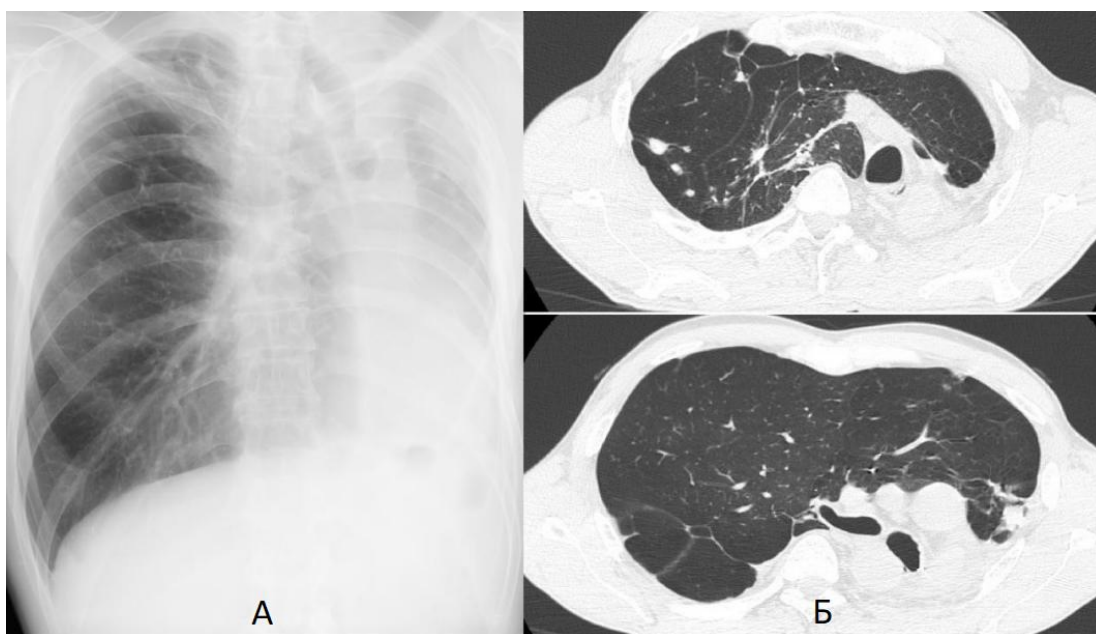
Рентгенография (а-слева) и компьютерная томография (б-справа) при поступлении
